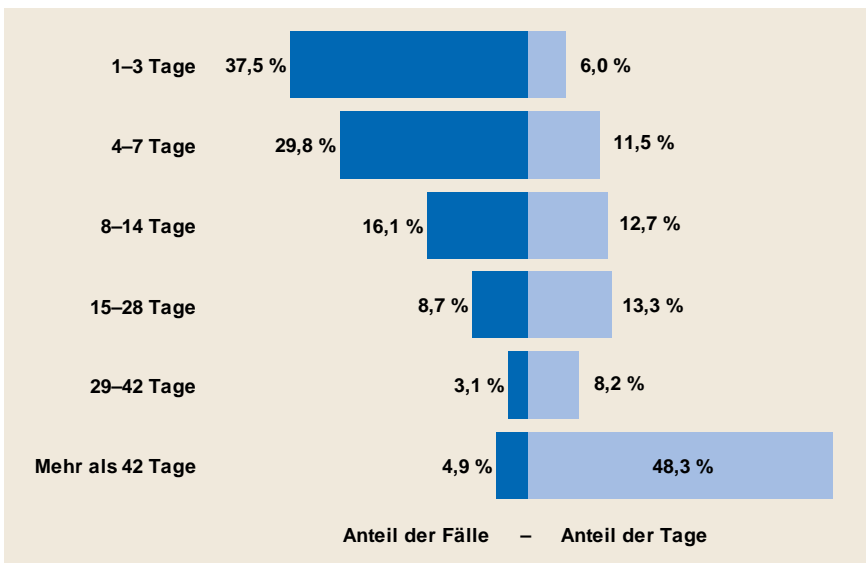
(Erwerbspersonen TK)
